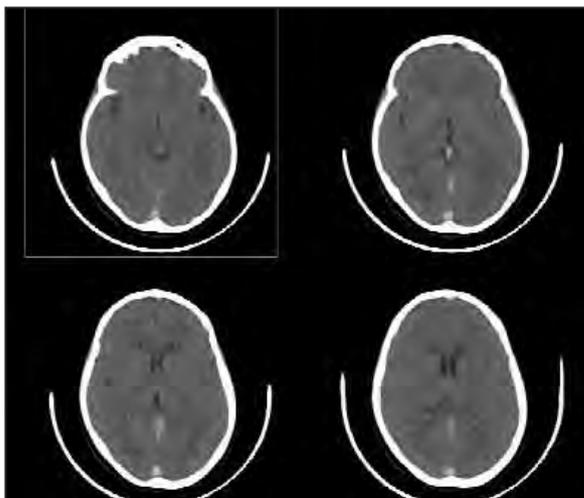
TC craneal: Imagen hiperdensa en la localización del seno longitudinal superior, seno recto y seno trasverso.
